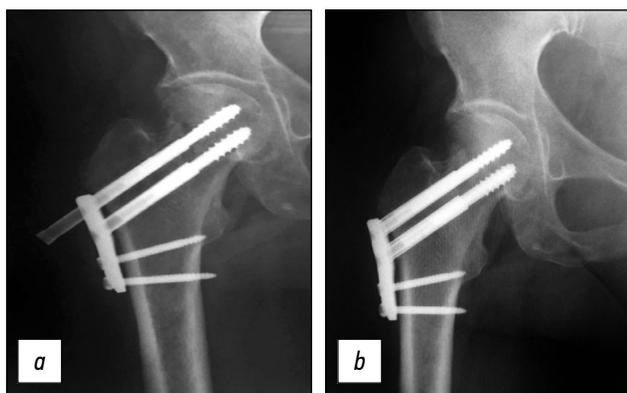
Рентгенография тазобедренного сустава пациентки Н. с миграцией телескопического винта: *a* — через 6 месяцев с момента операции, *b* — после удаления мигрировавшего винта.
